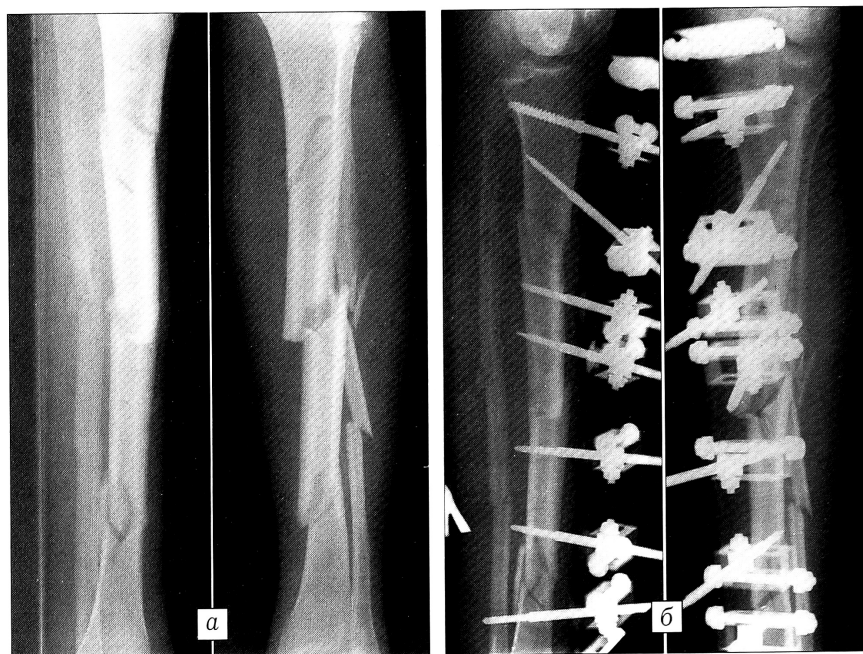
Рентгенограммы больного С.: а — при поступлении, б — после остеосинтеза.
